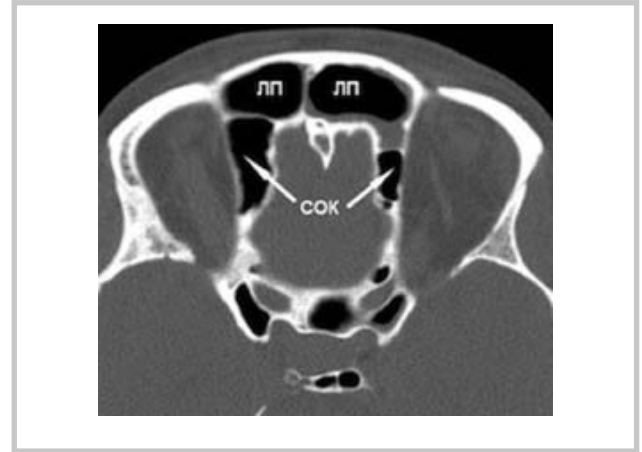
Супраорбитальные клетки решетчатого лабиринта. КТ, аксиальная проекция.
